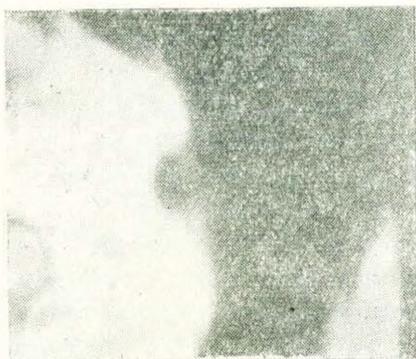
Прицельная рентгенограмма желудка в области малой кривизны. Видна большая ниша с гладкими контурами.
